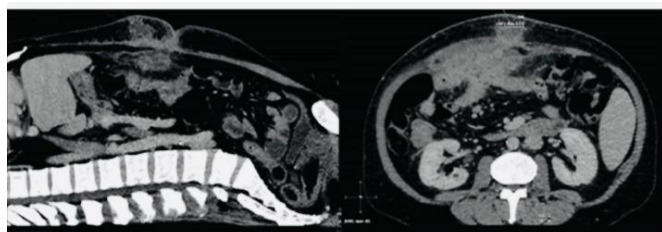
Компьютерная томография, показывающая обширный воспалительный процесс с вовлечением тонкой кишки, брыжейка, сальника.
